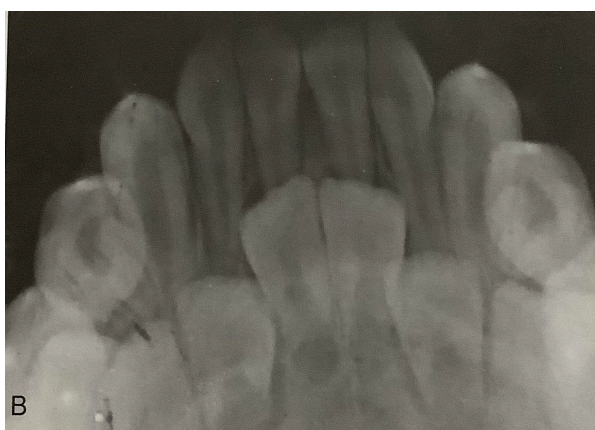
Radiografía de aleta de mordida<sup>13</sup>
